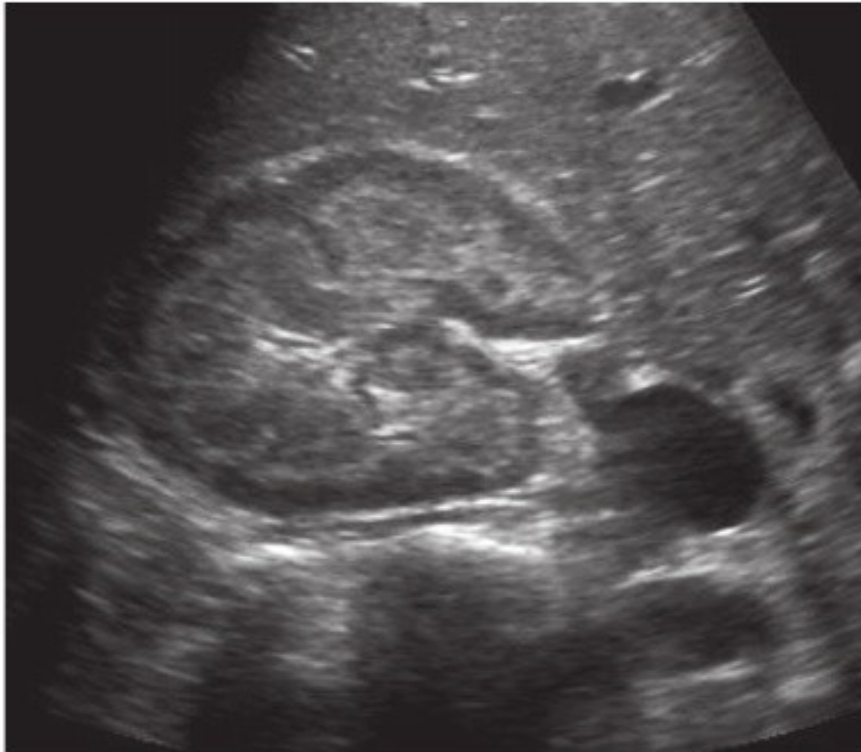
Acute Cortical Necrosis. Transverse sonogram shows:
